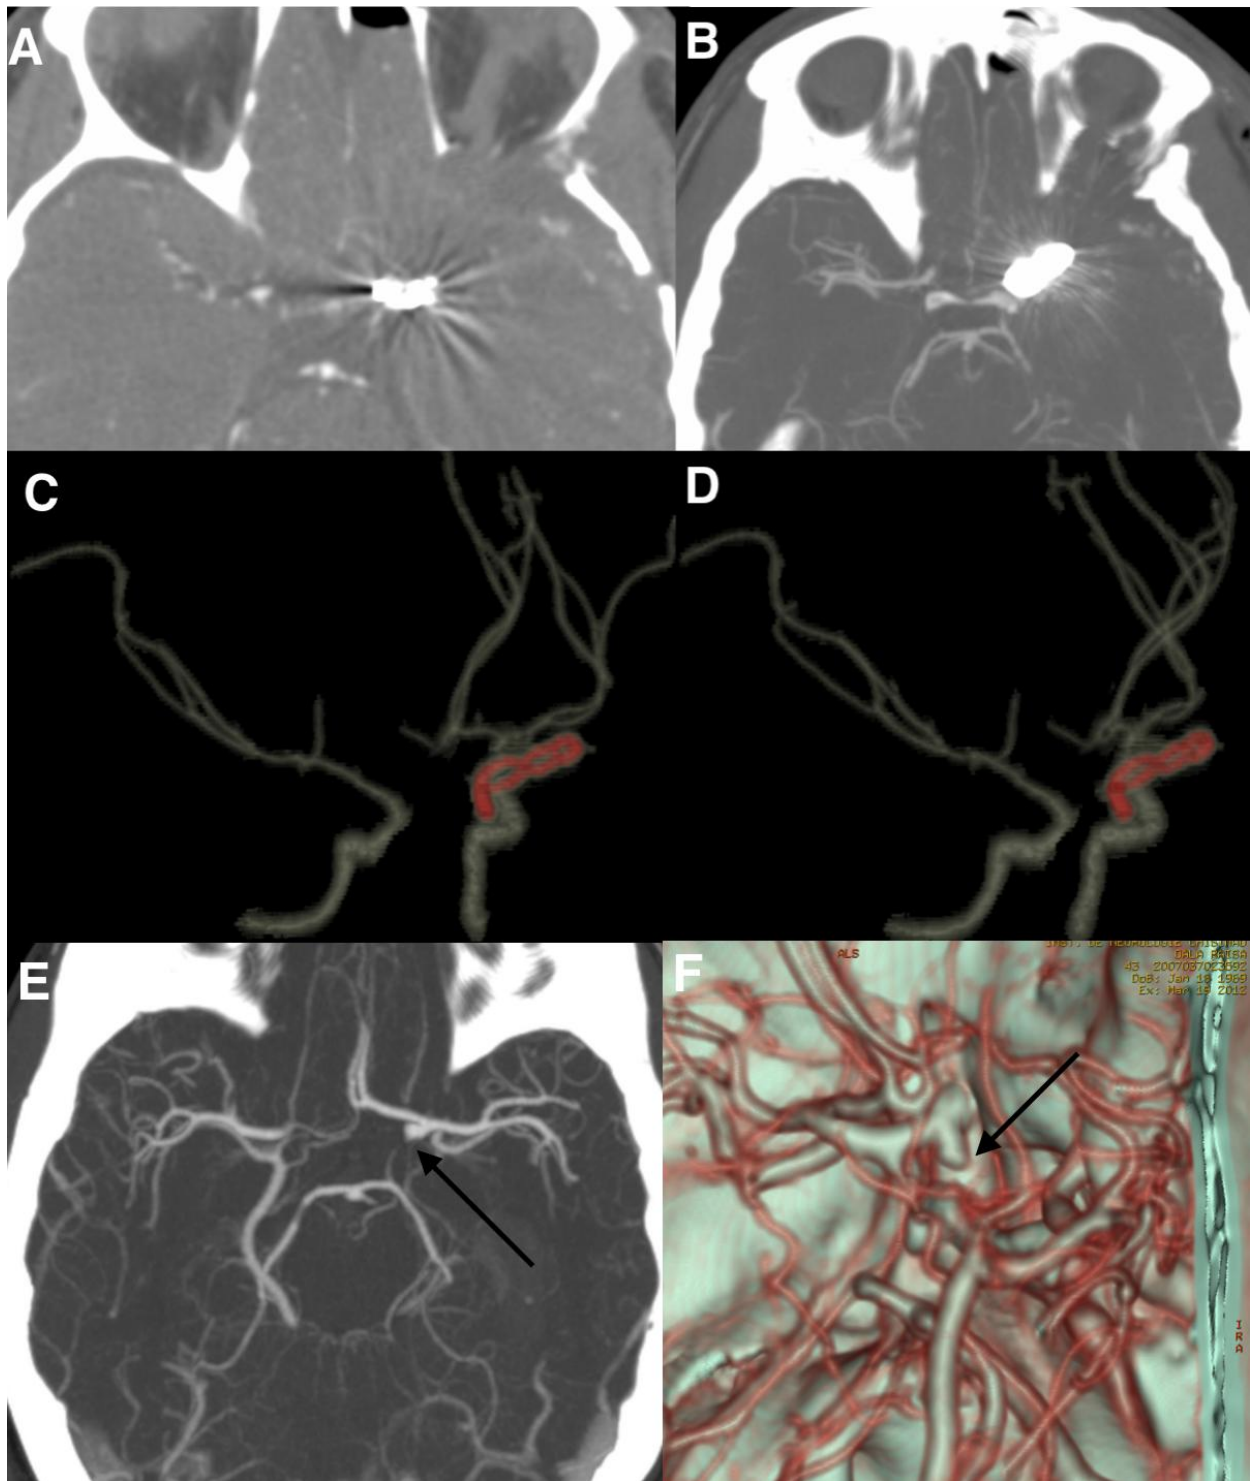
Angiografie prin computer tomografie. Artefact de la clipsul metalic. A – imagini axiale primare, B – proiecție de intensitate maximă, C, D – rendering al volumului tridimensional cu substracția osului. Pierdere regională a vizualizării structurilor vasculare adiacente clipsului neurochirurgical pe AngioCT axial (A) și mai exprimat pe CT PIM (B). Vizualizare excelentă a structurilor vasculare adiacente clipsului – integritatea și permeabilitatea.
